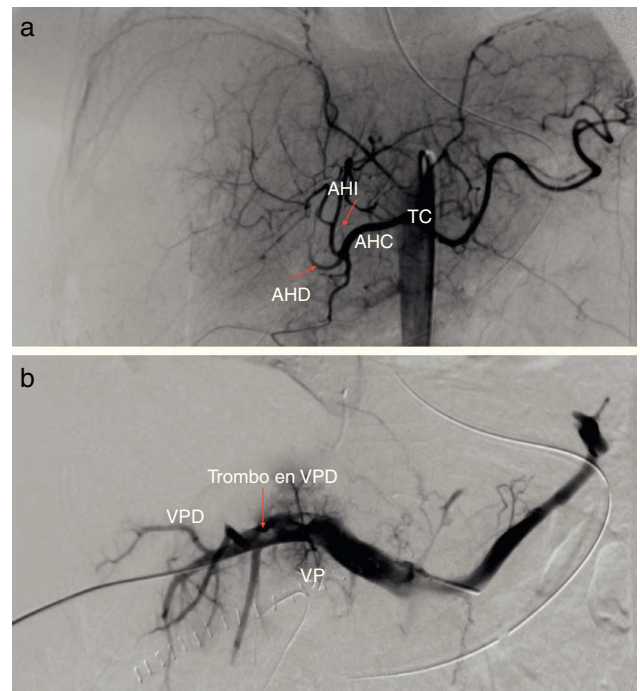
a) Arteriografía hepática. b) Portografía transparietohepática, ausencia de rama portal izquierda. AHC: arteria hepática común; AHD: arteria hepática derecha amputada; AHI: arteria hepática izquierda; TC: tronco celiaco; VP: vena porta; VPD: vena porta derecha.
